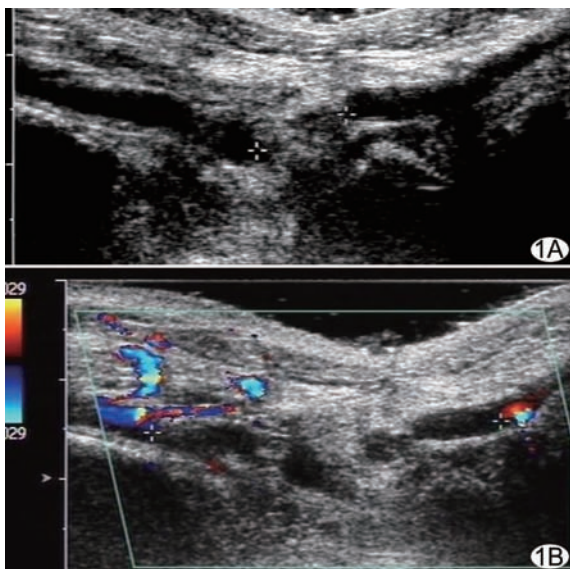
胫前动脉下段完全断裂 A. 灰阶超声显示动脉管壁及管腔中断, 断端分离; B. CDU 显示动脉血流连续性中断, 近心端蓝色血流信号为正常血流, 远心端红色血流信号为侧支循环
